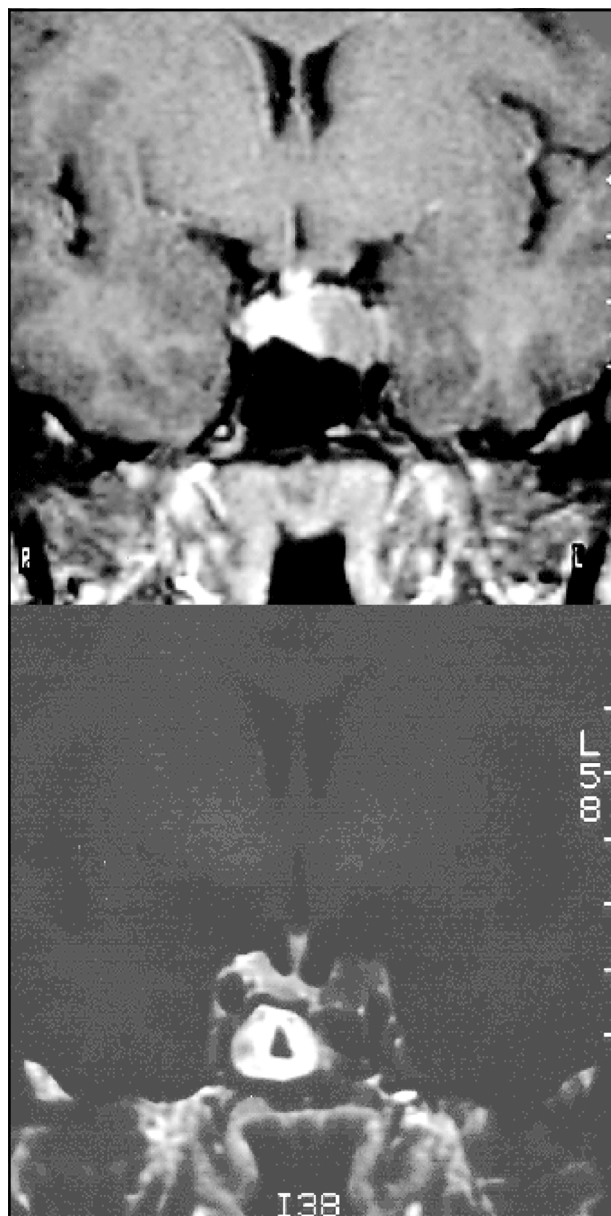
Adenoma produtor de GH, RM cortes coronais, pré e pós-operatório.
